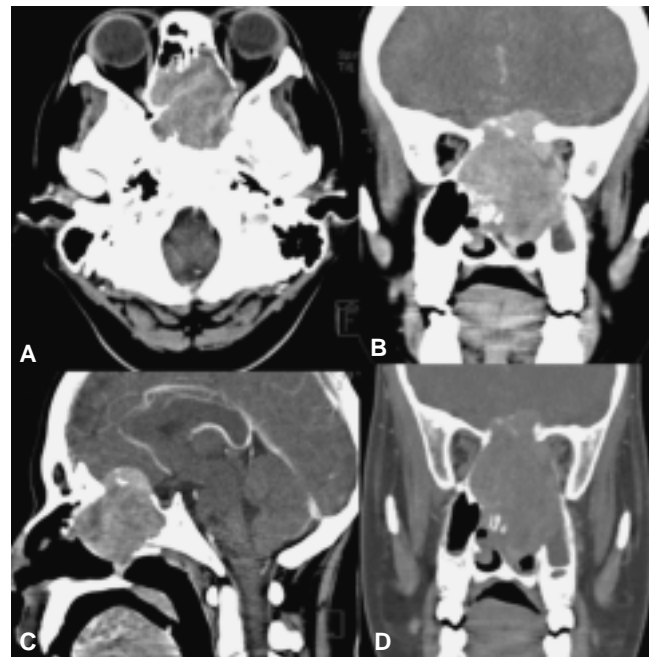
(A-D) Tomografía Computarizada simple y contrastada en axiales y reconstrucciones multiplanares que muestra la lesión ocupante de espacio que involucra seno esfenoidal y seno maxilar izquierdo con extensión a la región contralateral, homogénea, bien definida y que refuerza posterior a la administración de contraste endovenoso en forma intensa.
